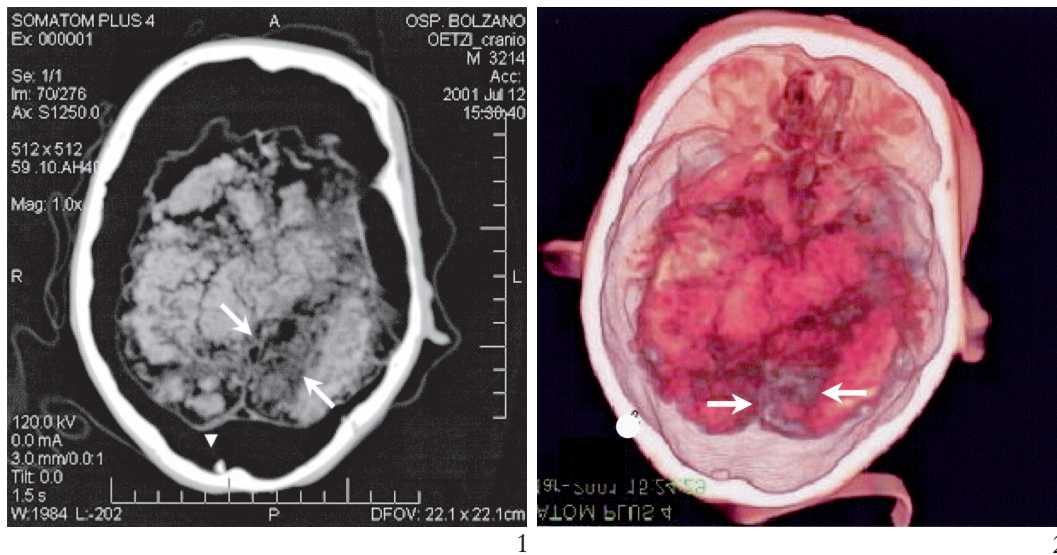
1 Computertomographie (CT) des Schädels der Mumie aus den Ötztaler Alpen mit deutlich geschrumpfter und zerbröckelter Hirnmasse. Am Hinterhauptlappen lassen sich ein größeres Areal mit verminderter Dichte (lange Pfeile) und ein bewegliches Knochenfragment nach Trepanation im Schädelinneren (Dreieck) erkennen. 2 Die virtuelle Endoskopie des Schädels zeigt die geschrumpfte Hirnmasse mit dunkel verfärbten Zonen namentlich im Hinterhauptsbereich.
